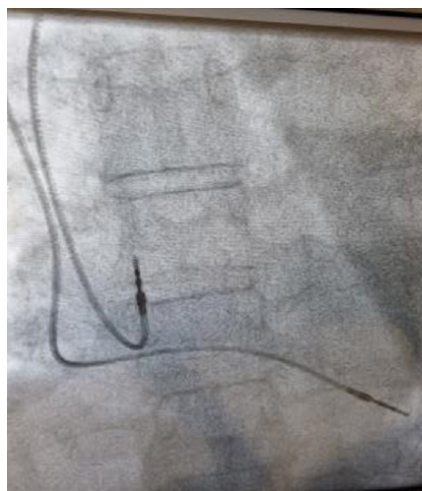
Pamja imazherike në radiografi native e një pacemakeri dydhomësh DDD.
